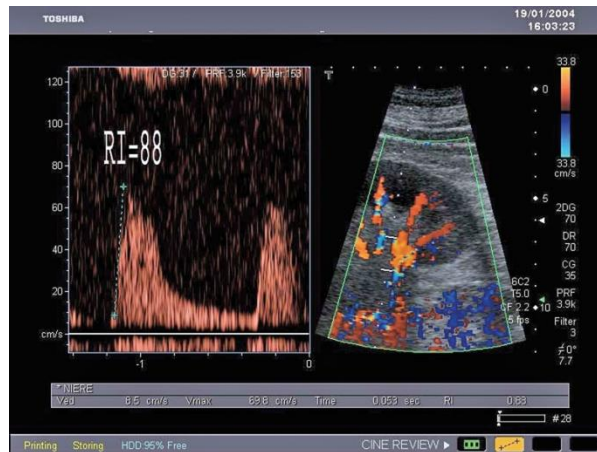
Imagen de ecografía doppler dúplex de arterias renales con índices de resistencia mayores de 0,5 como diagnóstico de HTA renovascular. Tomado de Internet Dr. Jörg Radermacher profesor de Medicina de Hannover Medical School.
